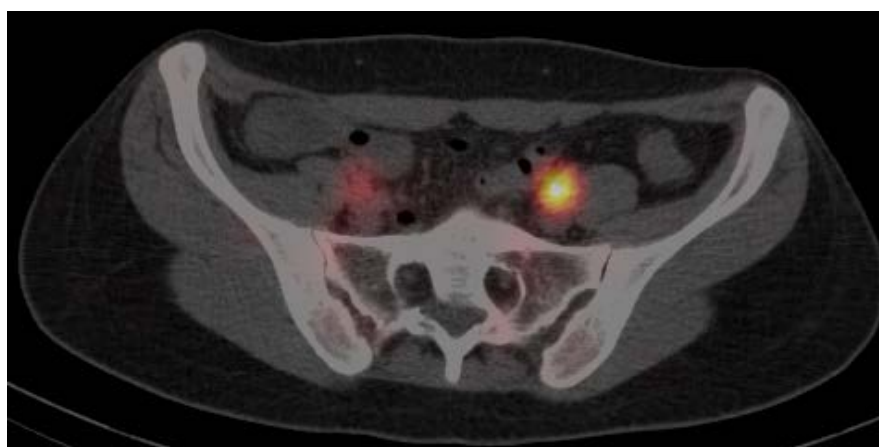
ОФЭКТ-КТ томограмма. Накопление РФП в наружных подвздошных ЛУ
